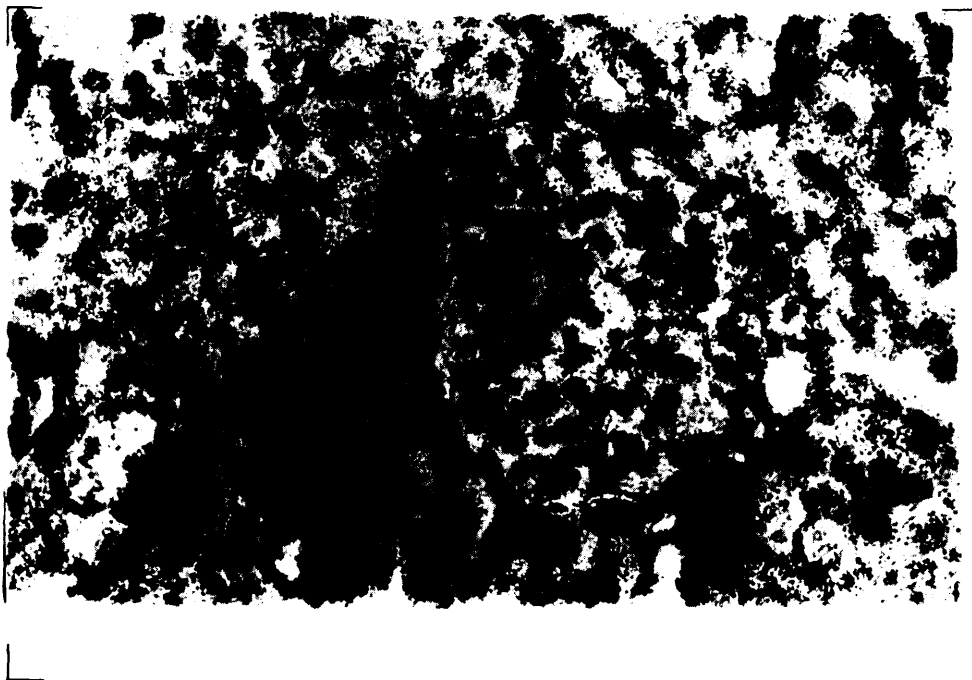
MICROAUTORRADIOGRAFIA DE RIÑON (x 400), CON SECADO RAPIDO DE LA PELICULA Y 30 DIAS DE EXPOSICION.
